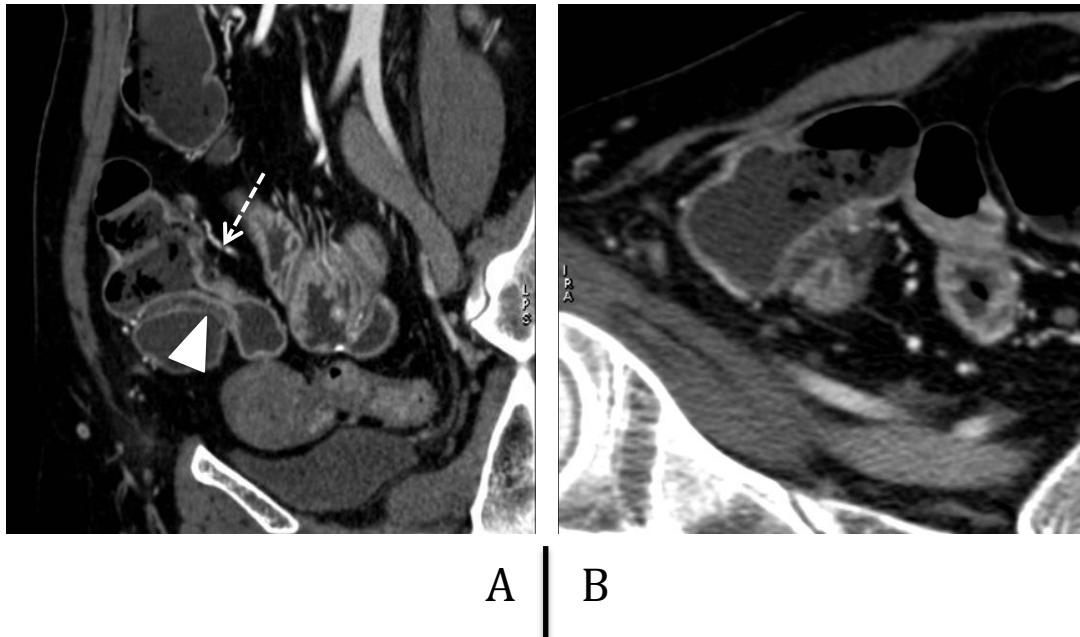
Sténose modérée sans dilatation pré-sténotique : CT2
